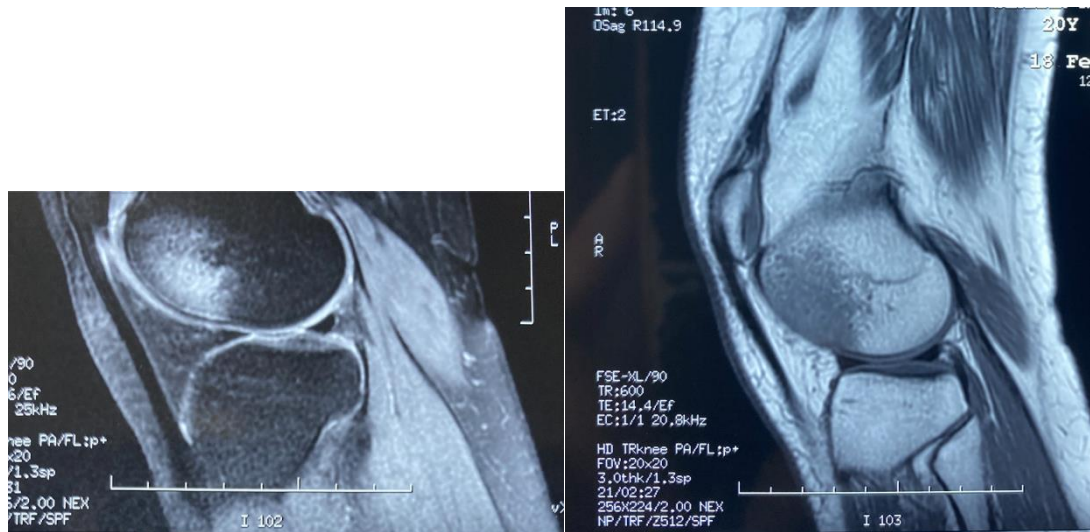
IRM du genou droit du cas n°1
